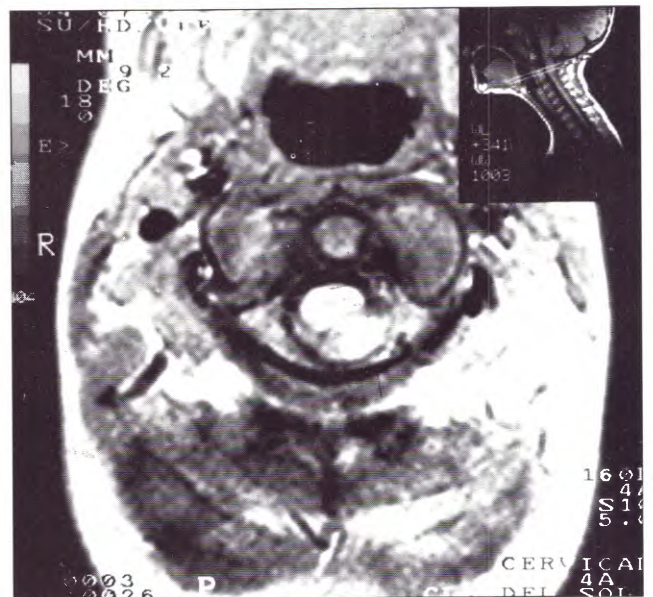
IRM. Corte axial en T1 pasando por C2 donde se visualiza lesión isointensa intraespinal extramedular que comprime y desplaza ventralmente a la médula cervical.
